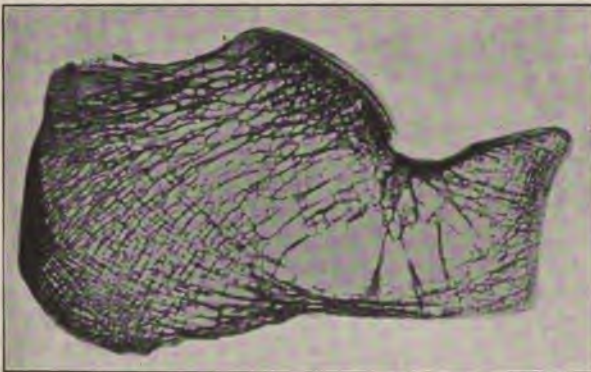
Röntgenbild eines Calcaneus.
